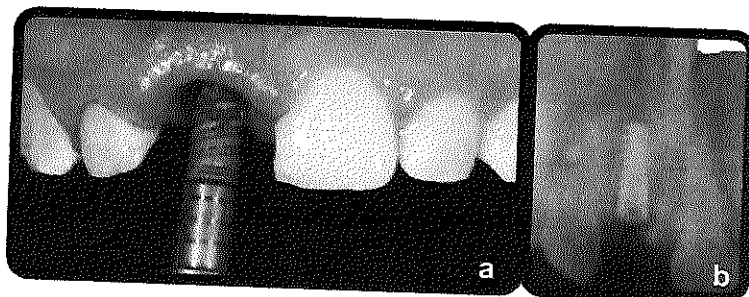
Posicionamiento tridimensional. Radiografía de verificación.
